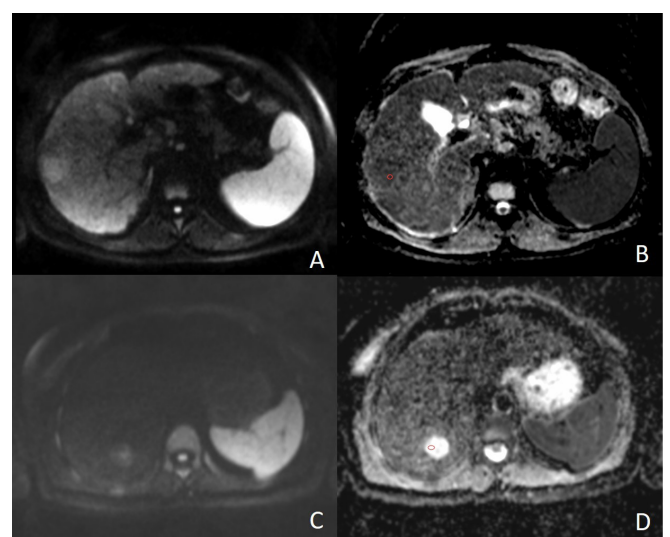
DWI b 800 (A) ve ADC (B) images of the HCC lesion in Figure 1. The lesion showed diffusion restriction in visual assessment and ADC was calculated as 0.89 mm²/sn DWI b 800 (C) ve ADC (D) images of hepatic adenoma lesion in Figure 2 didn't show diffusion restriction in visual assessment and ADC was calculated as 2.2 mm²/sn
